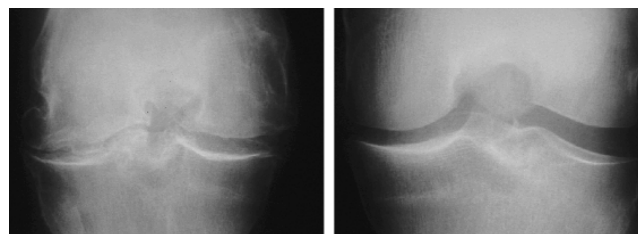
Röntgenbild eines 40-jährigen Footballspielers mit alter unbehandelter hinterer Kreuzbandruptur (li. Abb.) und normale Gegenseite (re. Abb.)
